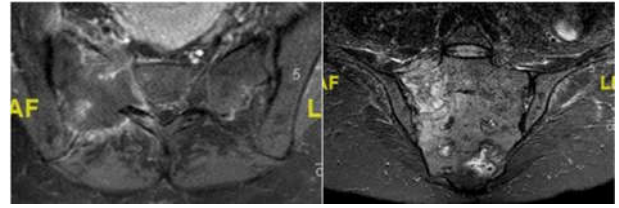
Figura E y F. Imágenes de RMN que informan de gran lesión ósea en hemisacro derecho con componente de partes blandas asociado.
